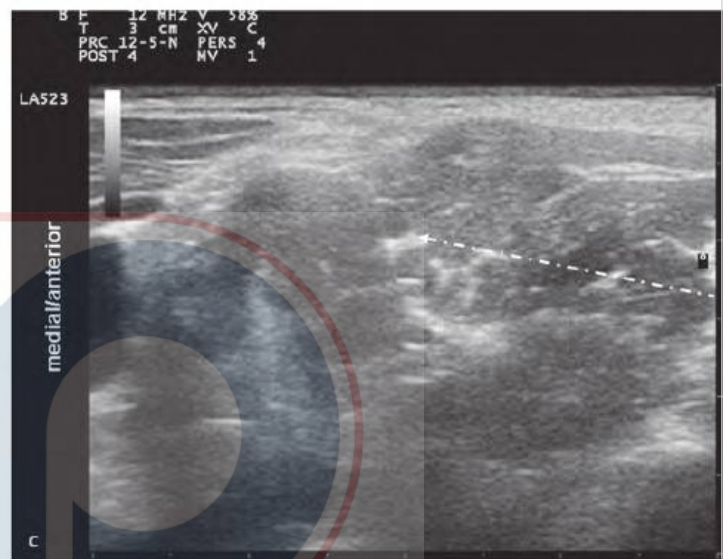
Abordaje de Pippa con ultrasonido.
